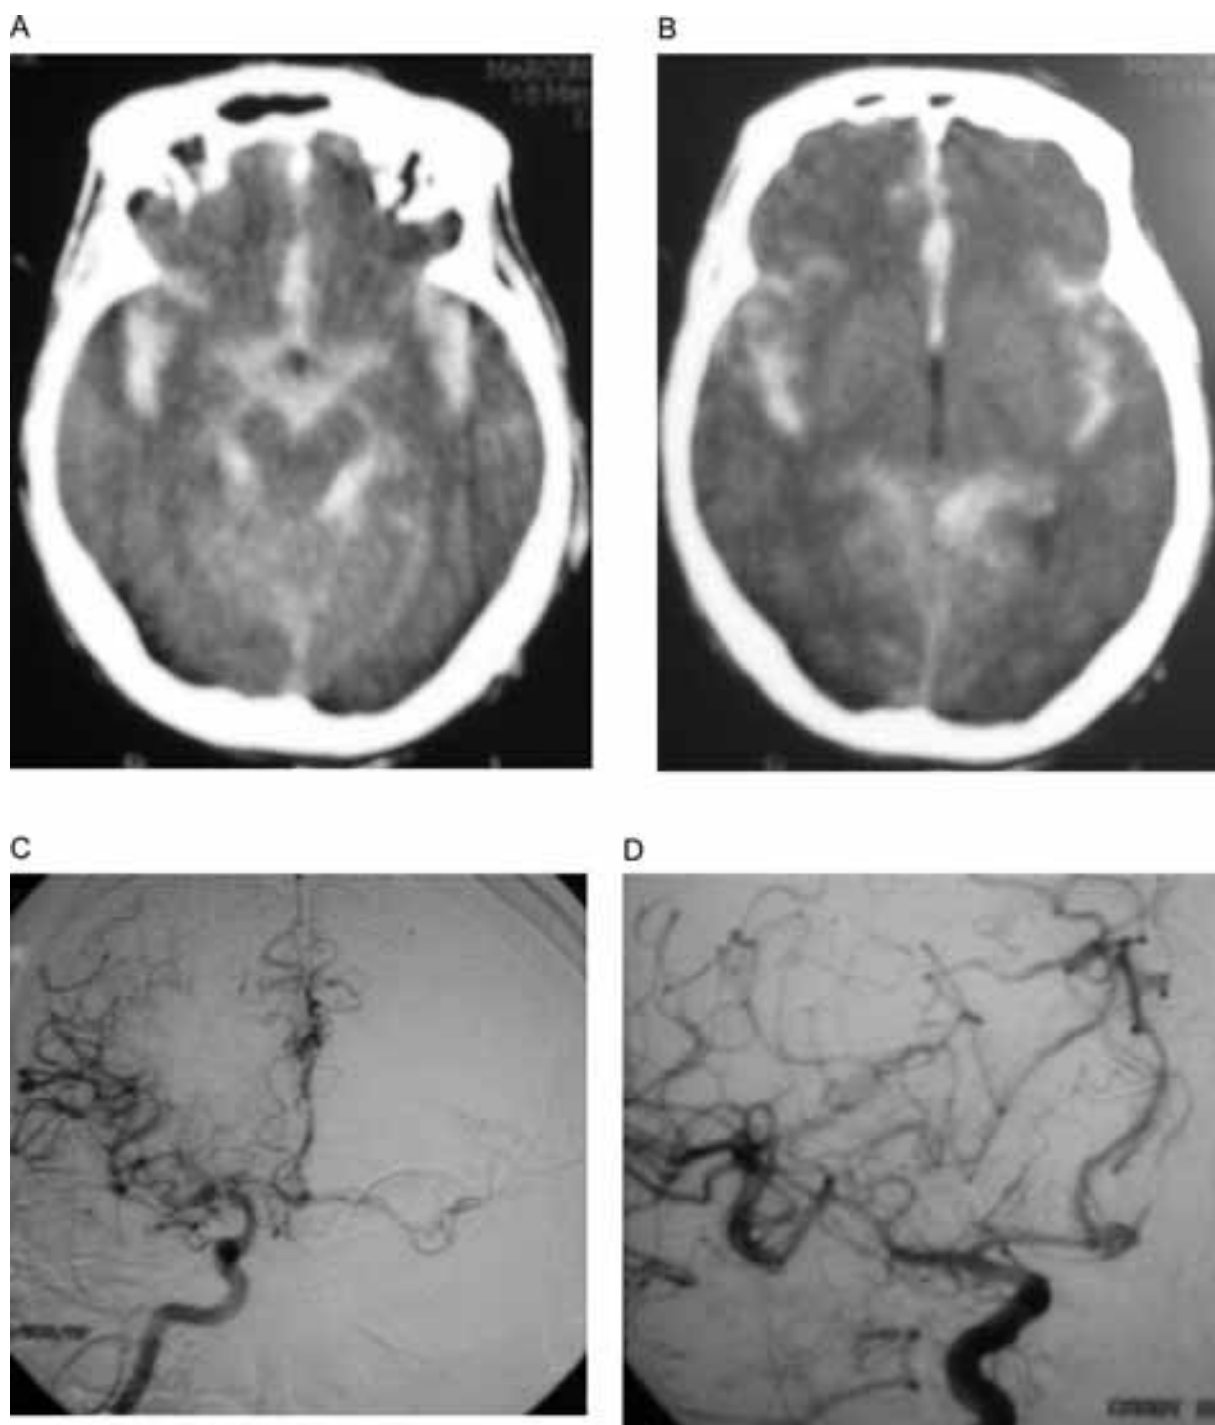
A-B Tomografia cerebral computadorizada do paciente n.º 11. Fisher 3. Notar a presença de hemorragia subaracnóidea espessa (> 1 mm) nas cisternas basais
